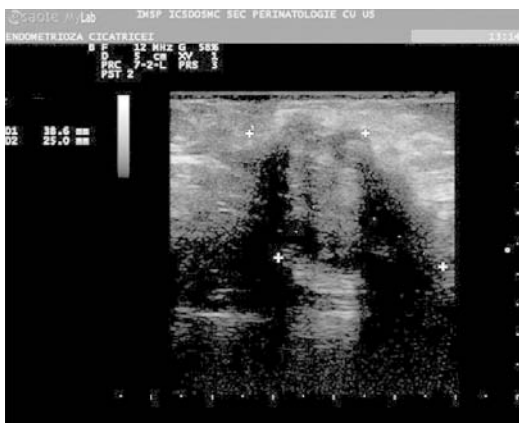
Examenul ultrasonor: formațiune solidă al peretelui abdominal anterior
